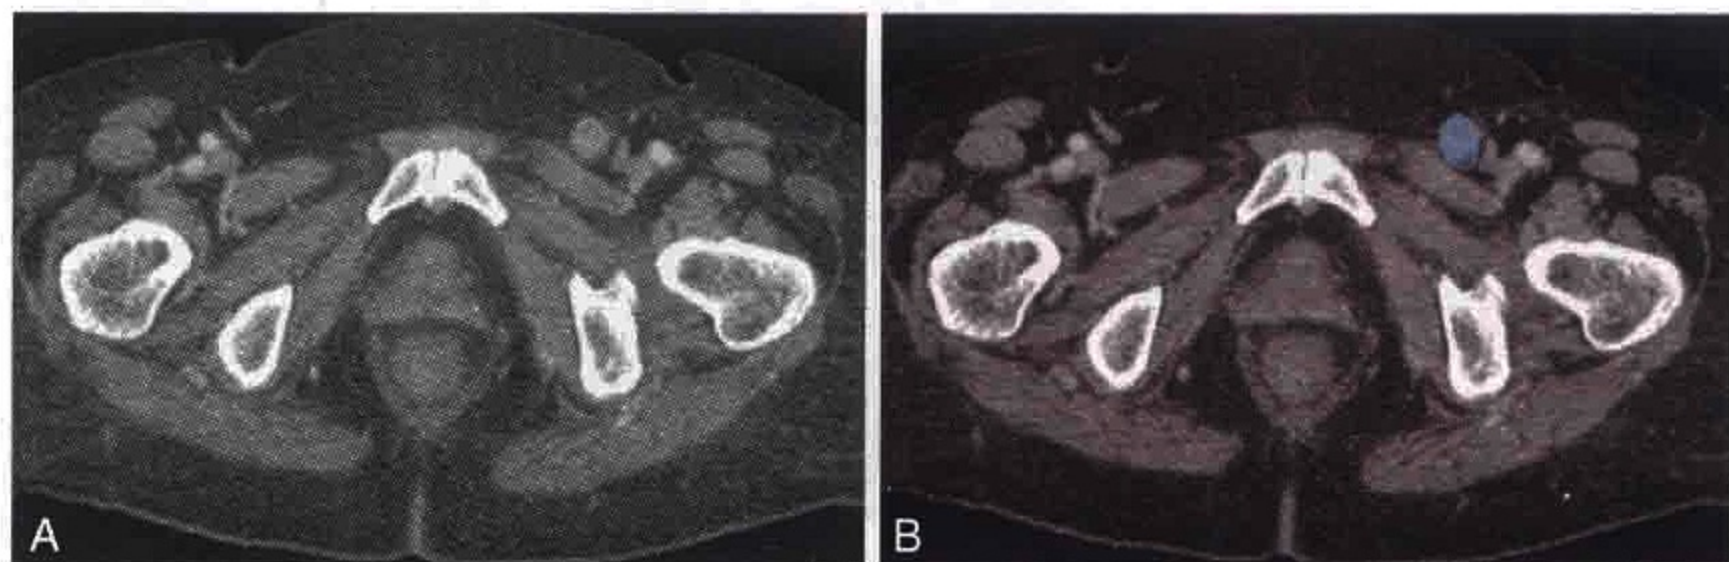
一位肛门癌患者的 CT 横轴位图像显示左侧腹股沟区的转移性淋巴结（蓝色）
